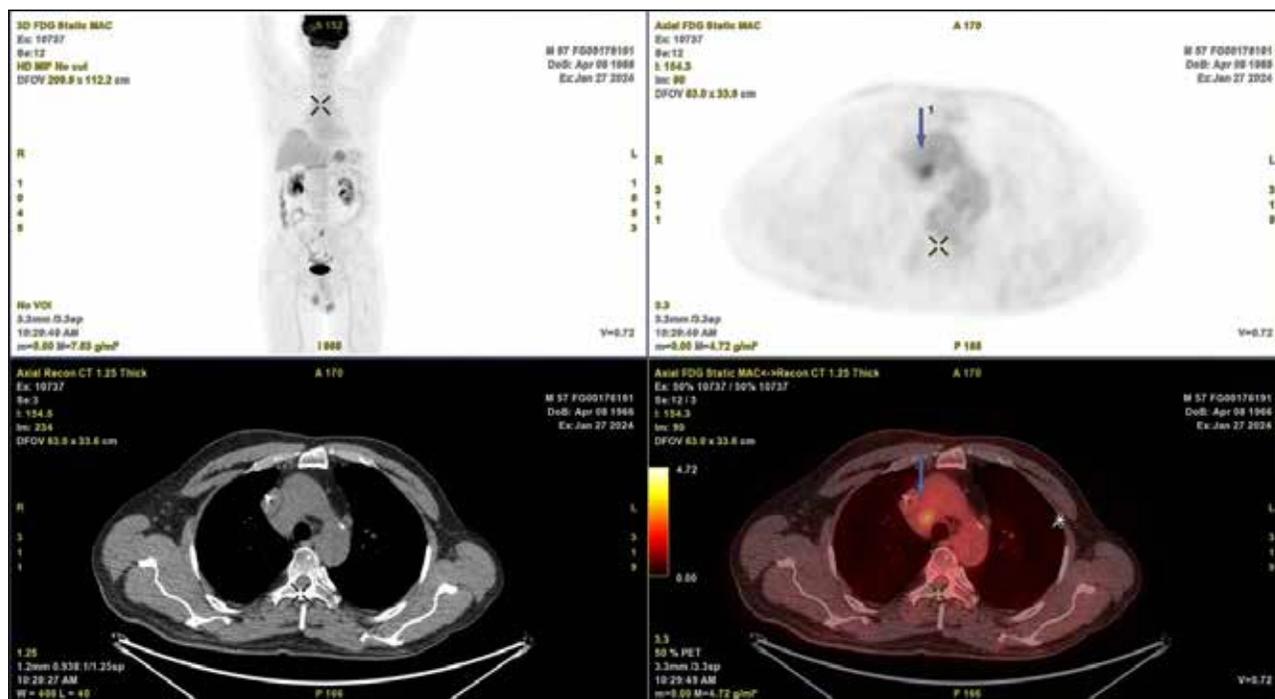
Контрольная ПЭТ КТ от 27.01.2024 — метаболический ответ 4 балла по шкале Deauville
